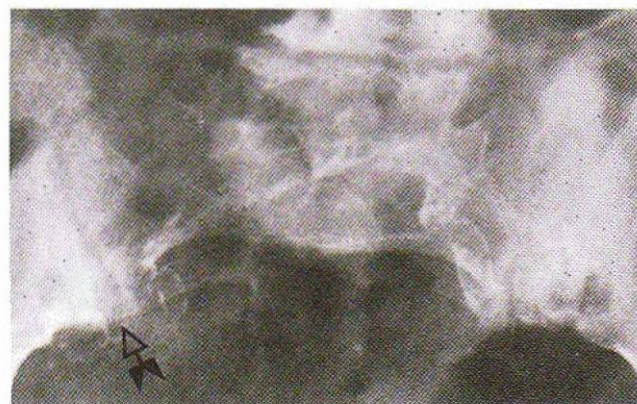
Résorption osseuse sous-chondrale au niveau des articulations sacro-iliaques chez un insuffisant rénal dialysé. Radiographie standard. Pseudo-élargissement de l'interligne avec sclérose marginale, particulièrement visible sur le pied de l'articulation sacro-iliaque droite (flèche). Faux aspect de sacro-iliite inflammatoire ou infectieuse. Calcifications athéromateuses artérielles iliaques.
